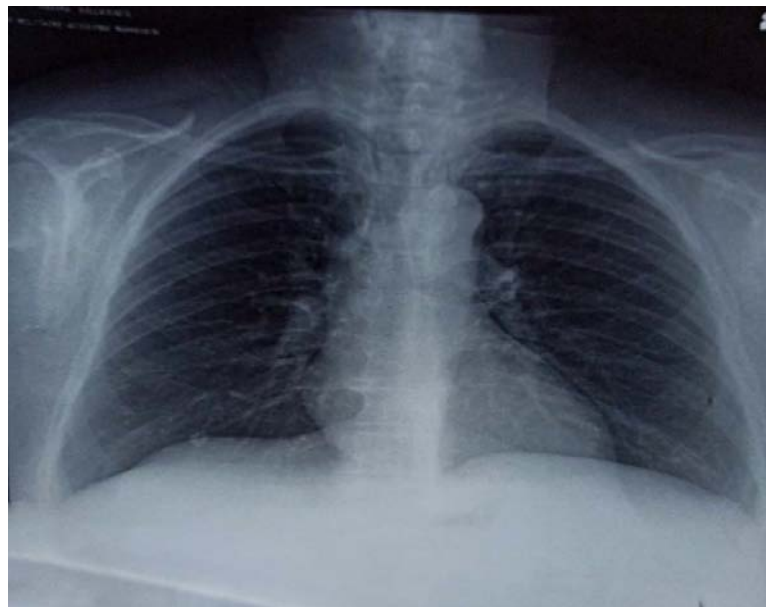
Radiographie thoracique de face : Élargissement médiastinal supérieur avec déviation trachéale droite.
